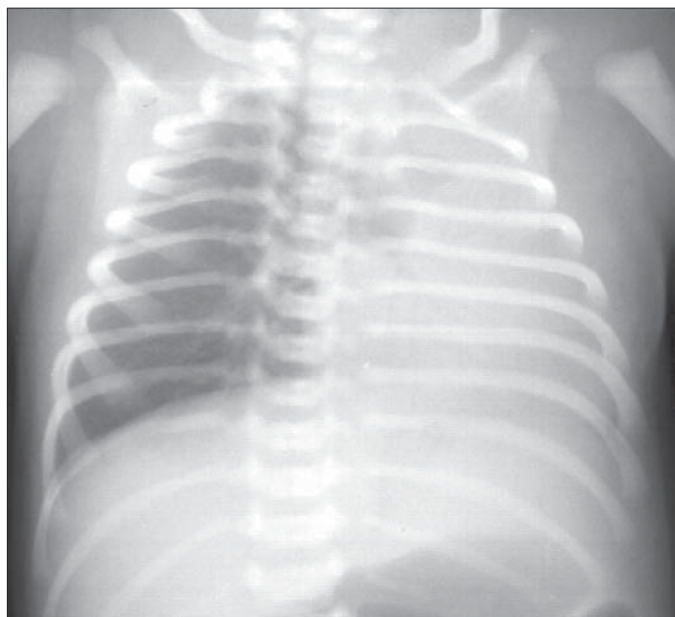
Sindrom de aspirație meconială Radiografie toracică AP. Hiperinflație în dreapta. Atelectazie plămân stâng.
